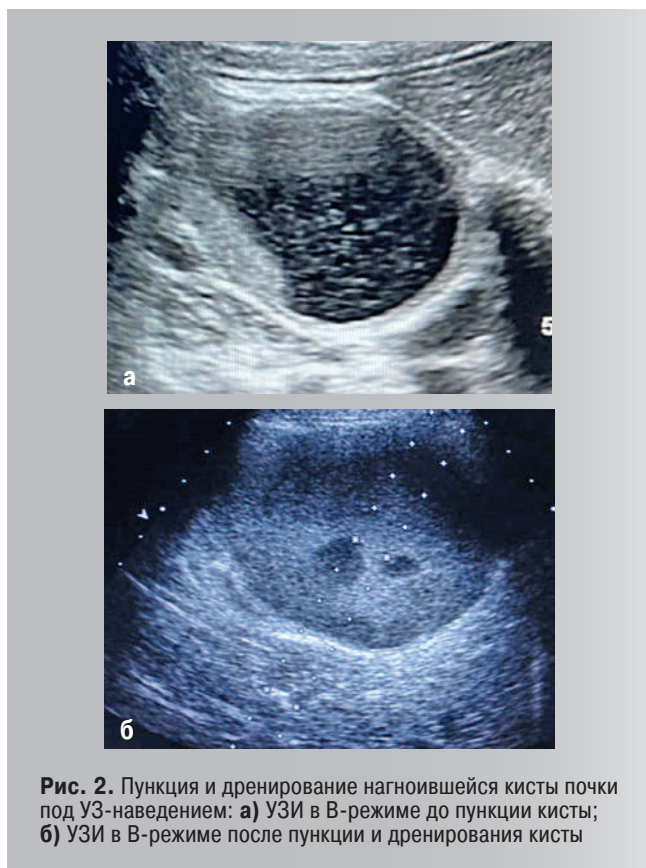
Пункция и дренирование нагноившейся кисты почки под УЗ-наведением: а) УЗИ в В-режиме до пункции кисты; б) УЗИ в В-режиме после пункции и дренирования кисты
